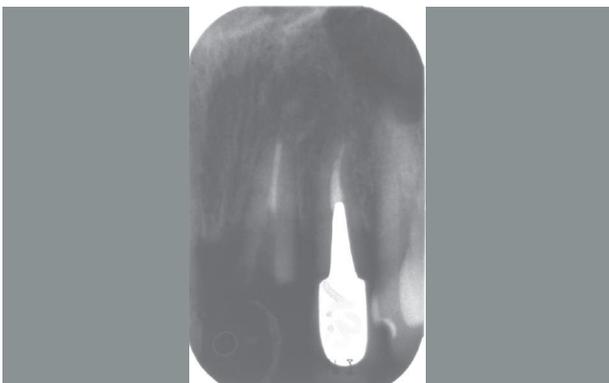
Radiografia peri-apicale iniziale
